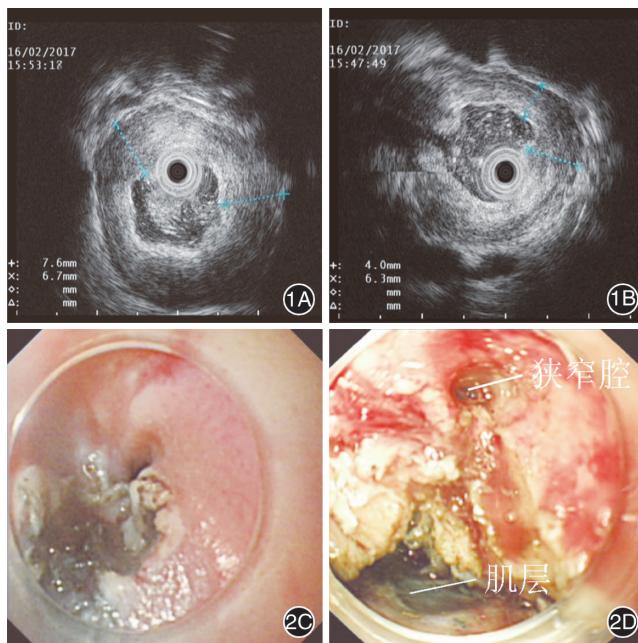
难治性食管狭窄内镜超声检查 1A、1B:多见严重不规则偏心性狭窄,管壁厚度不一,管腔迂曲
